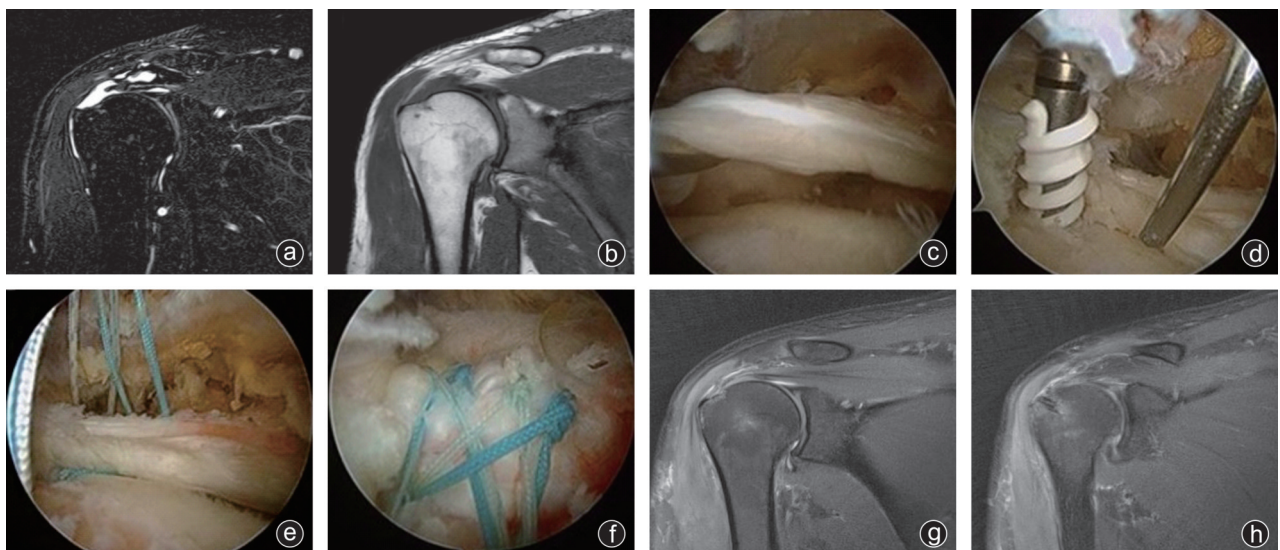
病人,女,52岁,右肩关节疼痛、活动受限5个月入院,行肩关节镜清理、肩峰成型及肩袖修补术 a、b:术前肩关节冠状位MRI提示冈上肌肌腱撕裂回缩,肩袖回缩至关节盂内;c~f:术中关节镜下可见巨大肩袖撕裂,关节镜下内排带线锚钉分别过线、打结,并置入外排钉进行缝线桥固定;g、h:术后2个月MRI图像提示肩袖组织缝合于足印区,冈上肌肌腱连续性、张力恢复
